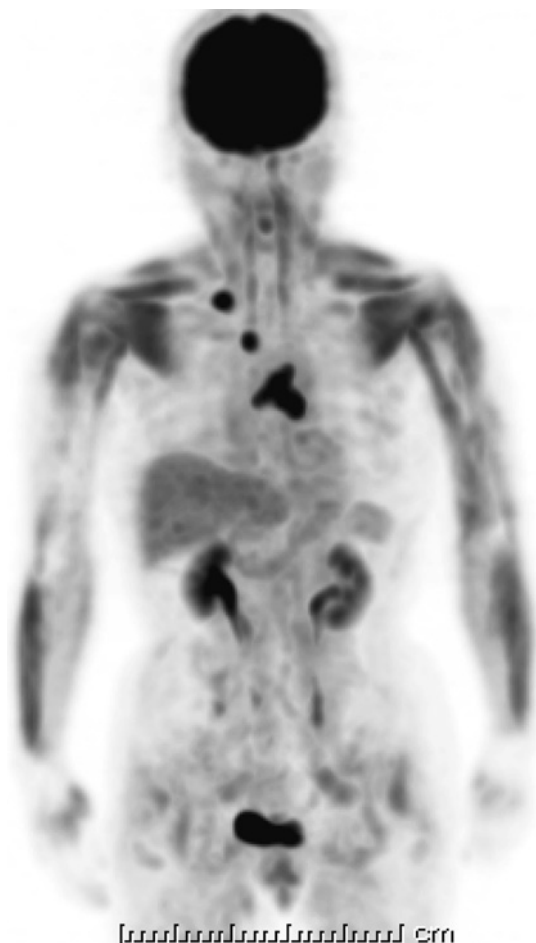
FDG-PET shows the abnormal accumulation of the anterior mediastinal tumor (SUVmax: 7.80), right subclavian lymphadenopathy (SUVmax: 8.25), pre-vascular lymphadenopathy (SUVmax: 6.49), and the skeletal muscles in the upper limbs.
